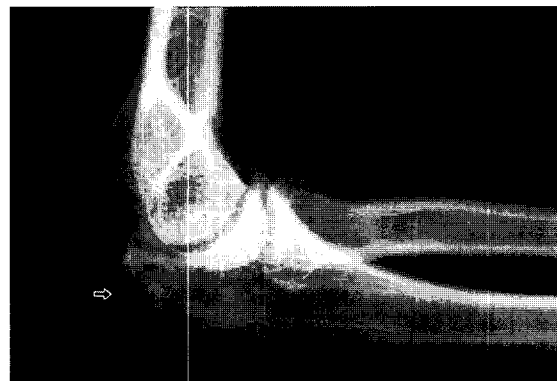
Final follow-up(postop 1 year) X-ray shows complete bony union appearance.
